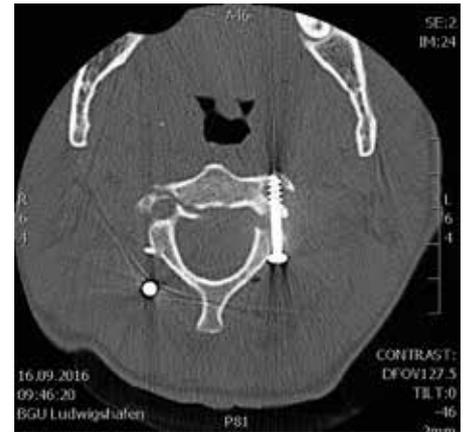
Darstellung der gleichen Judet Schraube links im postoperativen CT
